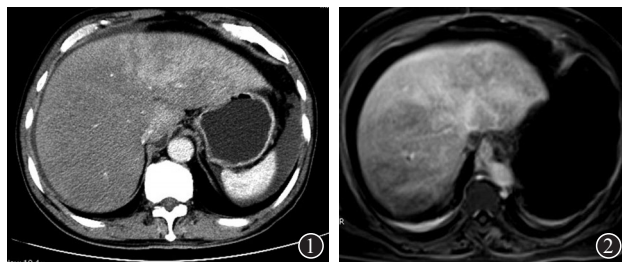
服用菊叶三七病人CT增强扫描肝实质强化不均,呈“斑片状”强化
